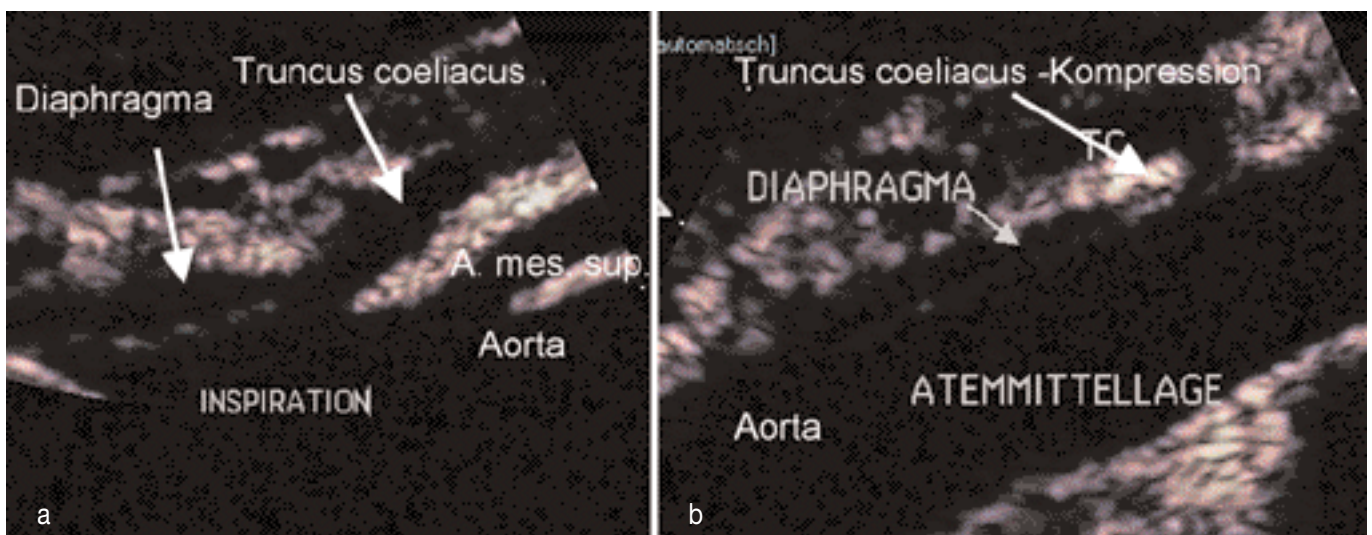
B-Bild-Sonogramm des Truncus coeliacus und seiner topografischen Beziehungen zum Zwerchfell in verschiedenen Positionen. a) Kontraktion und simultane Retraktion des Zwerchfells bei Inspiration. Der Truncus coeliacus entspringt frei aus der Aorta (Lumen wie A. mesenterica superior). b) In Atemmittellage Guillotine-artige, scharfe Kompression des Truncus coeliacus durch das tiefer tretende Zwerchfell. Der Truncus coeliacus windet sich um die Unterkante des Zwerchfells (= Lig. arcuatum) nach kranial und wird am Abgang hochgradig eingengt
